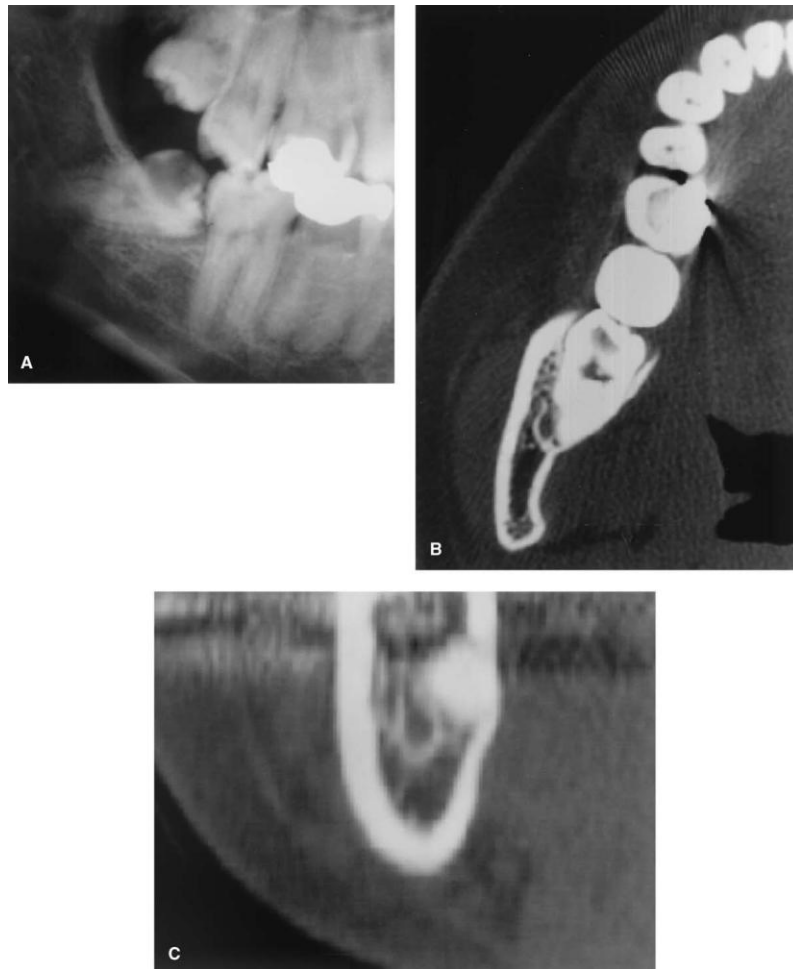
A. La ortopantomografía B. Axial, C. Coronal, la tomografía computarizada demostró que existe cortical alrededor del conducto.¹⁷
